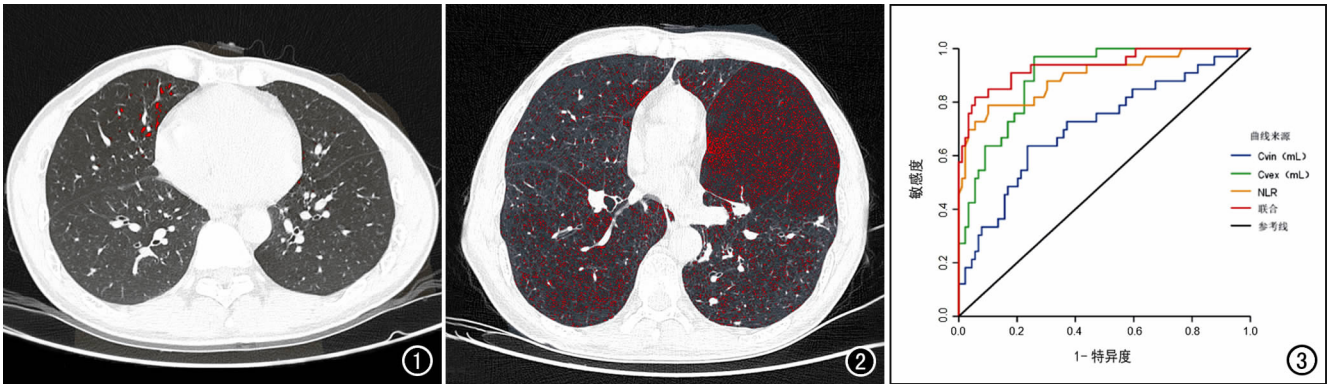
COPD 合并Ⅱ型呼吸衰竭患者,男,48 岁,经治疗后预后良好。CT 肺窗图像,测量的 MIV、MEV 和 LVP 分别为 1661.14 mL、820.85 mL 和 95.43%。图 2 COPD 合并Ⅱ型呼吸衰竭患者,男,63 岁,经治疗后预后不良。CT 图像显示 MIV、MEV 和 LVP 分别为 1942.5 mL、1140 mL 和 86.75%。图 3 CT 定量参数和 NLR 及联合模型预测患者预后的 ROC 曲线,以联合模型的 AUC 最大,提示其诊断效能更佳。
